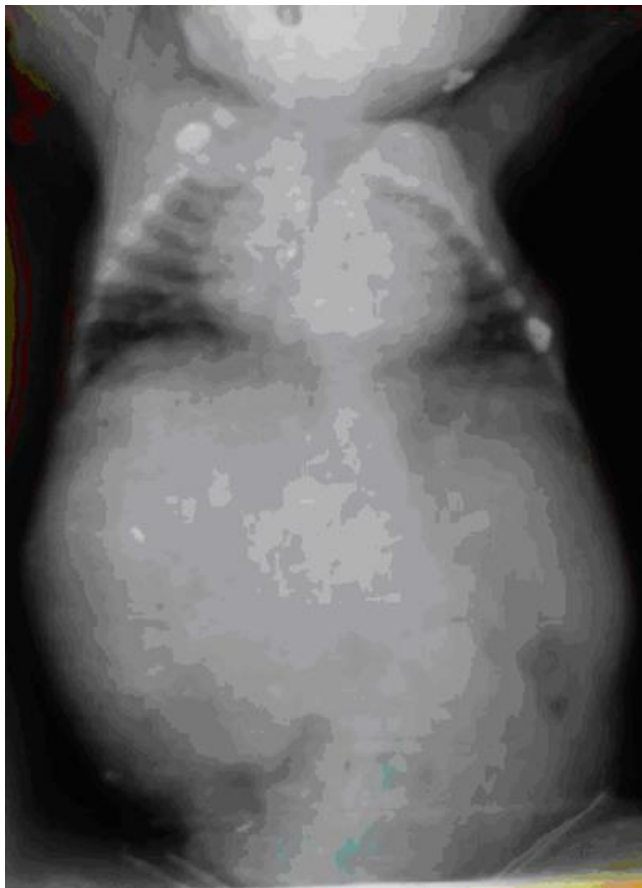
Radiografía de abdomen simple antero-posterior:
